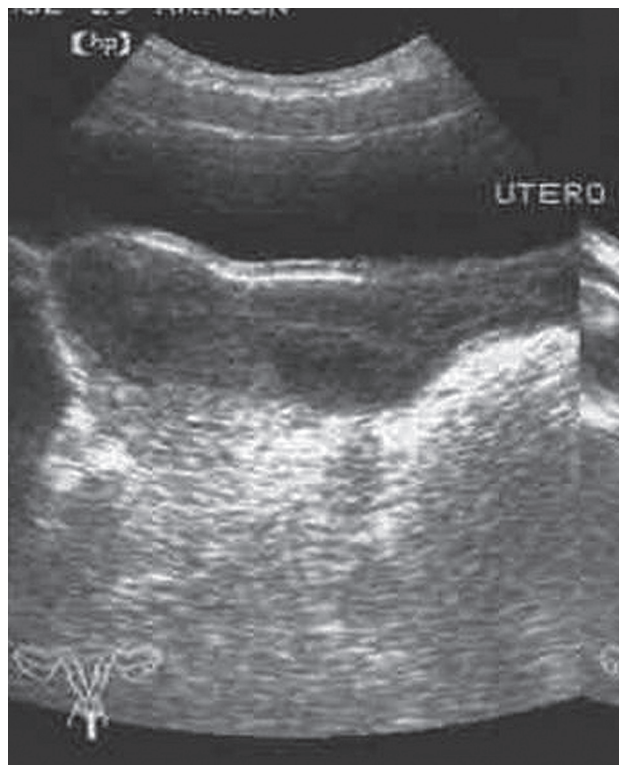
USG. Obsérvese la dilatación de la cavidad uterina que involucra el introito vaginal.
